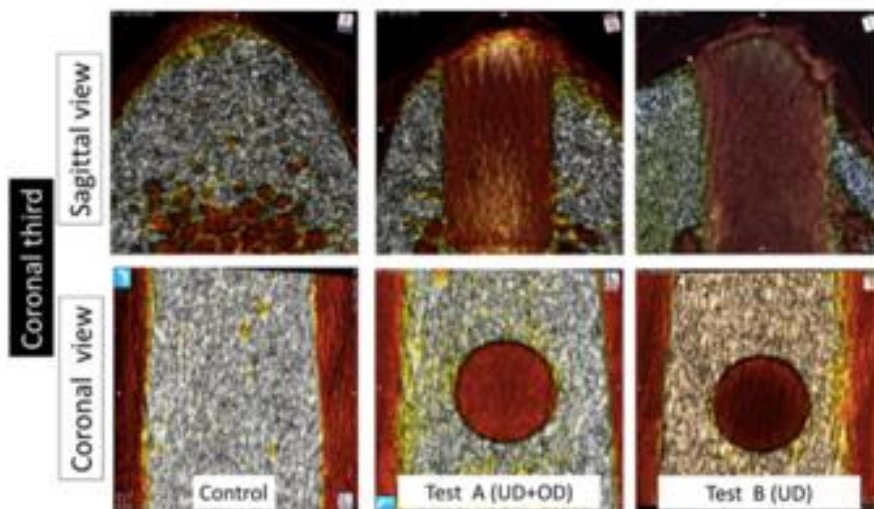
Imagem de micro-tomografia computadorizada (TC) obtida do terço coronal nas projeções sagital e coronal. Na projeção sagital, observou-se espessura cortical em torno de 3 mm em todos os grupos. O BD foi semelhante nos grupos controle e teste. Imagem tirada do estudo de Delgado Ruiz *et al.* [9]
